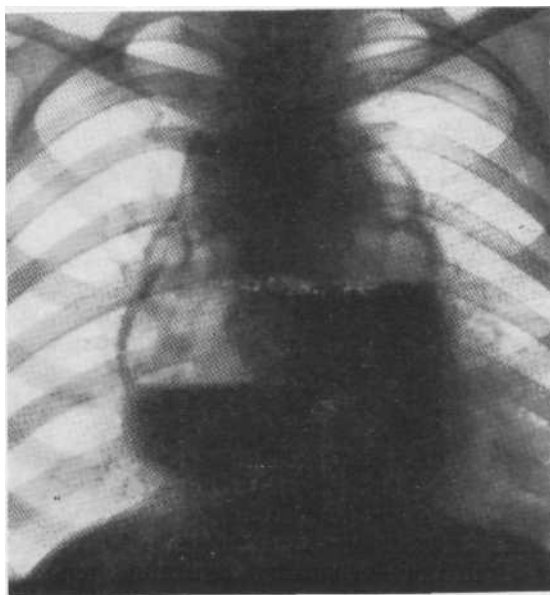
Обзорная рентгенограмма. Острый гнойный медиастинит со спонтанным прорывом через пищевод и трахею. Вскрытие.
